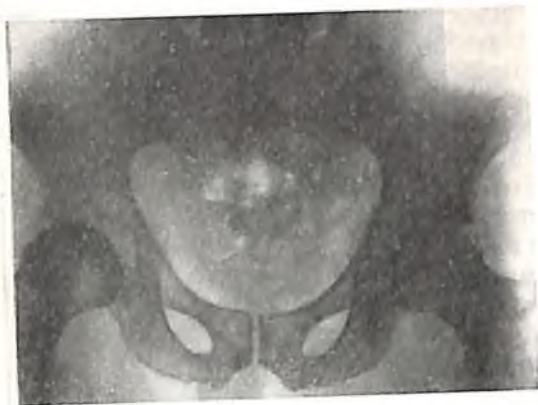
Рентгенограмма костей таза и проксимальных отделов бедренных костей при миеломной болезни — очаги остеолитического характера различной величины.
